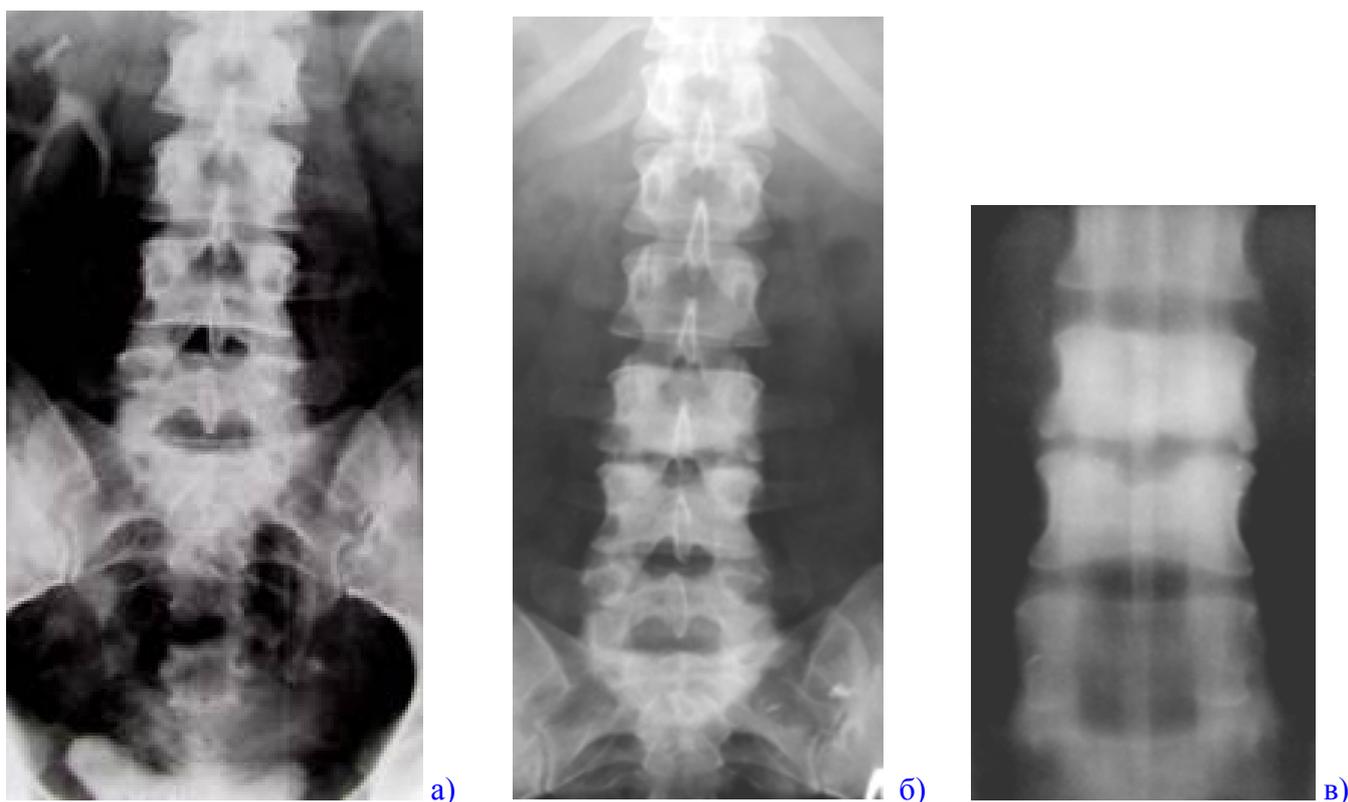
а) Уроретрограммa поясничного отдела позвоночника пациента 46 лет, произведённая по поводу болей в пояснице. Уменьшена высота диска L3-L4, что расценено как остеохондроз. После 4-х месячной безуспешной физиотерапии направлен в специализированное физиотерапевтическое учреждение. б, в) Рентгенограммa и линейная томограммa поражённых позвонков через 4 месяца после первой. Обнаружено отчётливое уменьшение высоты диска L3-L4, контактная деструкция в телах этих позвонков, выраженный их остеосклероз, что бывает при вяло текущем туберкулёзе у взрослых.
